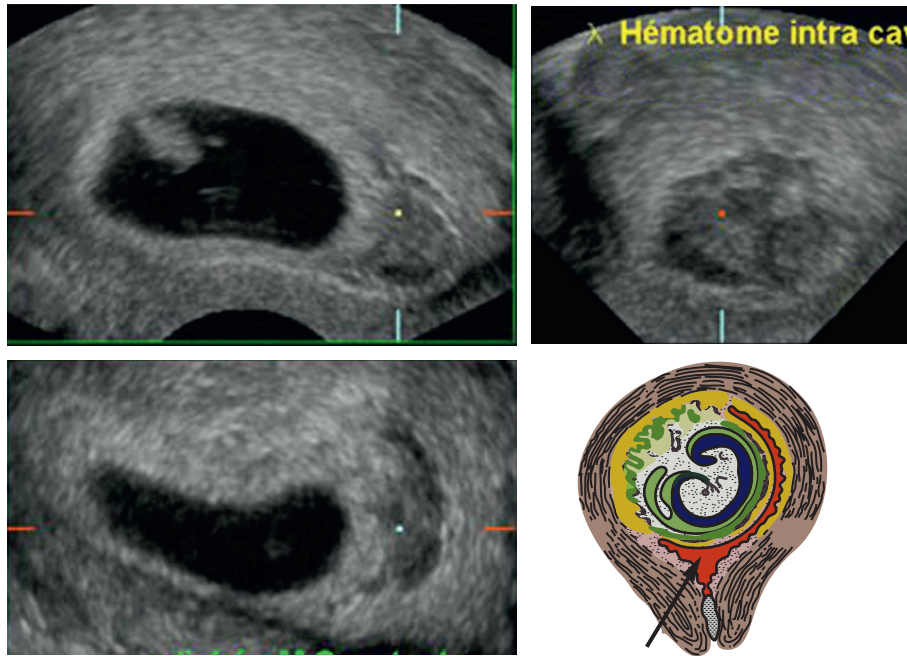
Aspect échographique d'un hématome intracavitaire.
